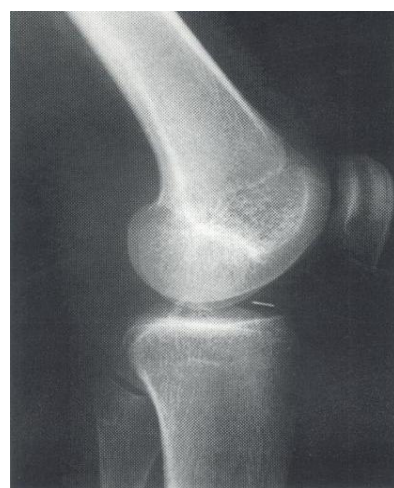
Radiografia do joelho em perfil
